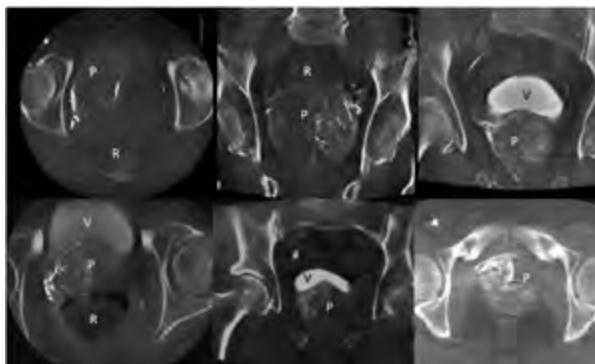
Imágenes obtenidas con el recurso *Cone-Beam Computed Tomography* (CBCT) (imágenes de tomografía obtenidas a partir de angiografía rotacional). Cortes axiales y coronales permiten identificar las relaciones anatómicas entre la próstata (P), la vejiga (V) y el recto (R). Se observa la contrastación de la próstata, lo que demuestra que el contraste fue inyectado en la arteria adecuada.
